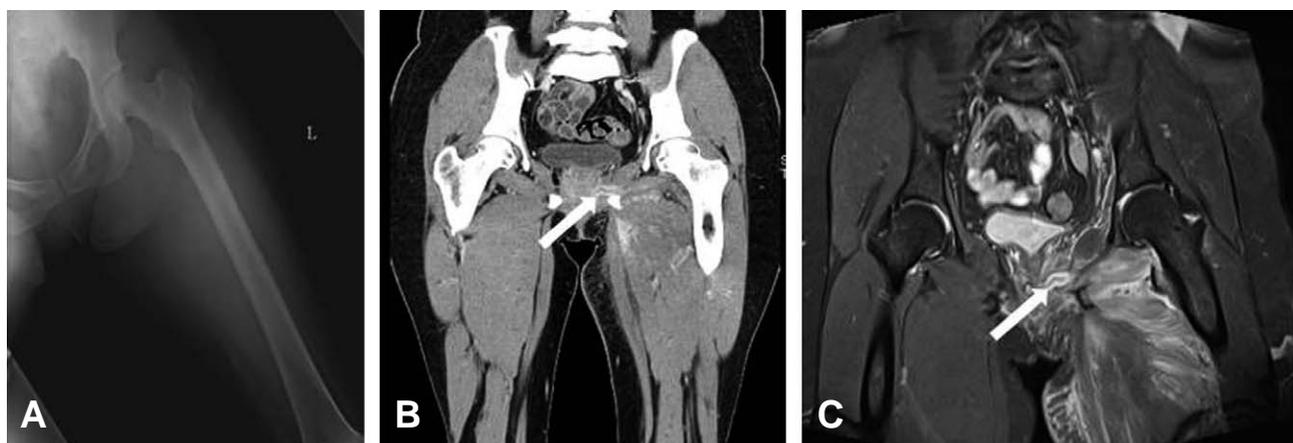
(A) Plain radiograph shows no specific finding. (B) Computed tomography with intravenous iodinated contrast media shows tubular shape lesion (arrow) with enhanced wall from the perineum to the adductor muscle group without evidence of a foreign bodies. (C) T2-weighted magnetic resonance imaging represents tubular structure with high signal intensity (arrow) from the vagina to the adductor muscle group along with the adductor muscle group of high signal intensity. No obvious foreign material is seen.
